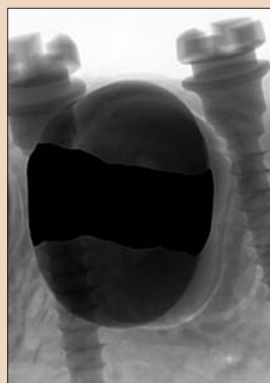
Рентгенограмма межкорневой области, демонстрирующая соотношение расстояний.
